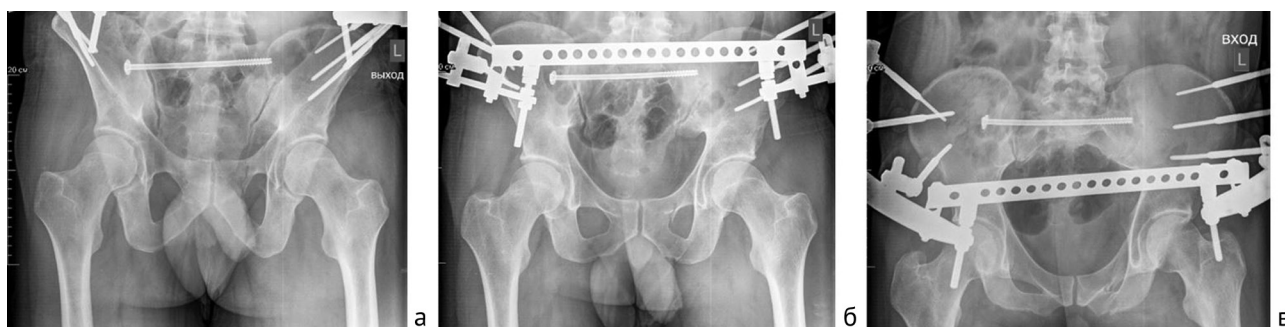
Контрольные рентгенограммы после оперативного вмешательства: а — проекция outlet; б — обзорная проекция; в — проекция inlet
